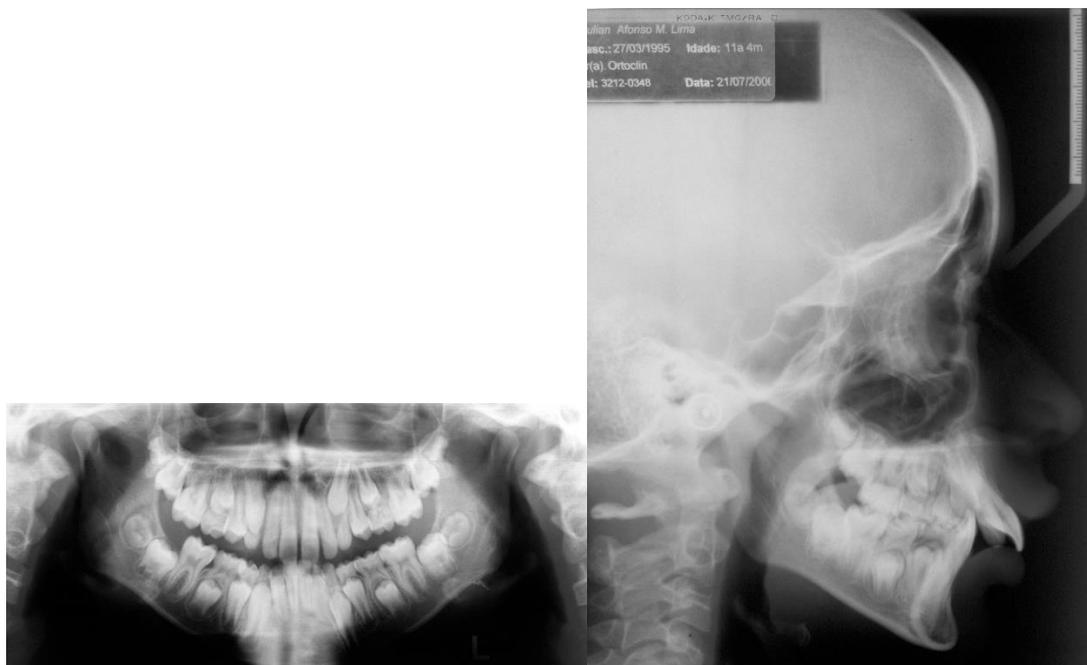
(A-B) – Radiografias iniciais: A) panorâmica e B) telerradiografia.
